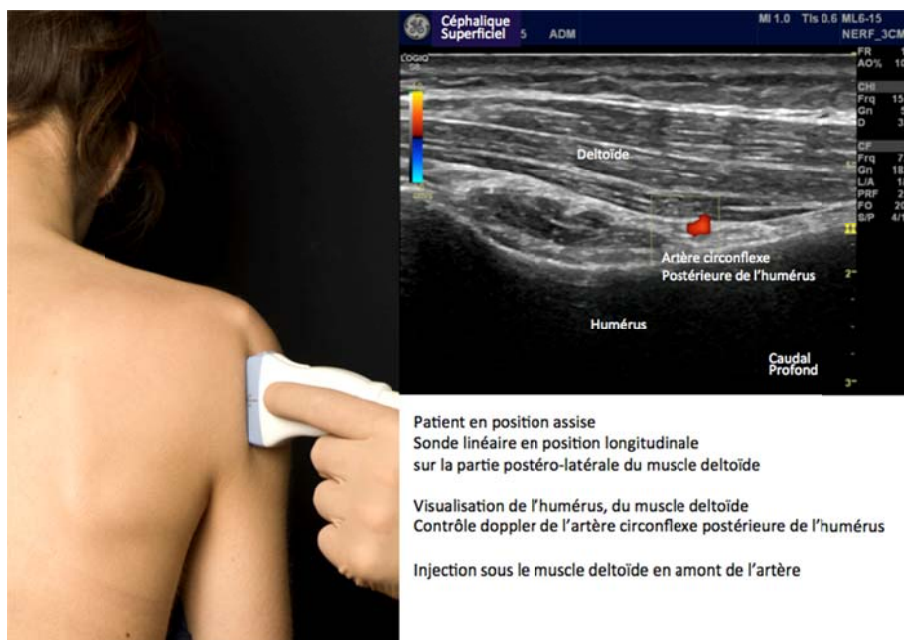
Bloc du nerf axillaire (Images issues du "Manuel pratique d'anesthésie locorégionale sous échographie". Edition Elsevier-Masson [à paraître])
